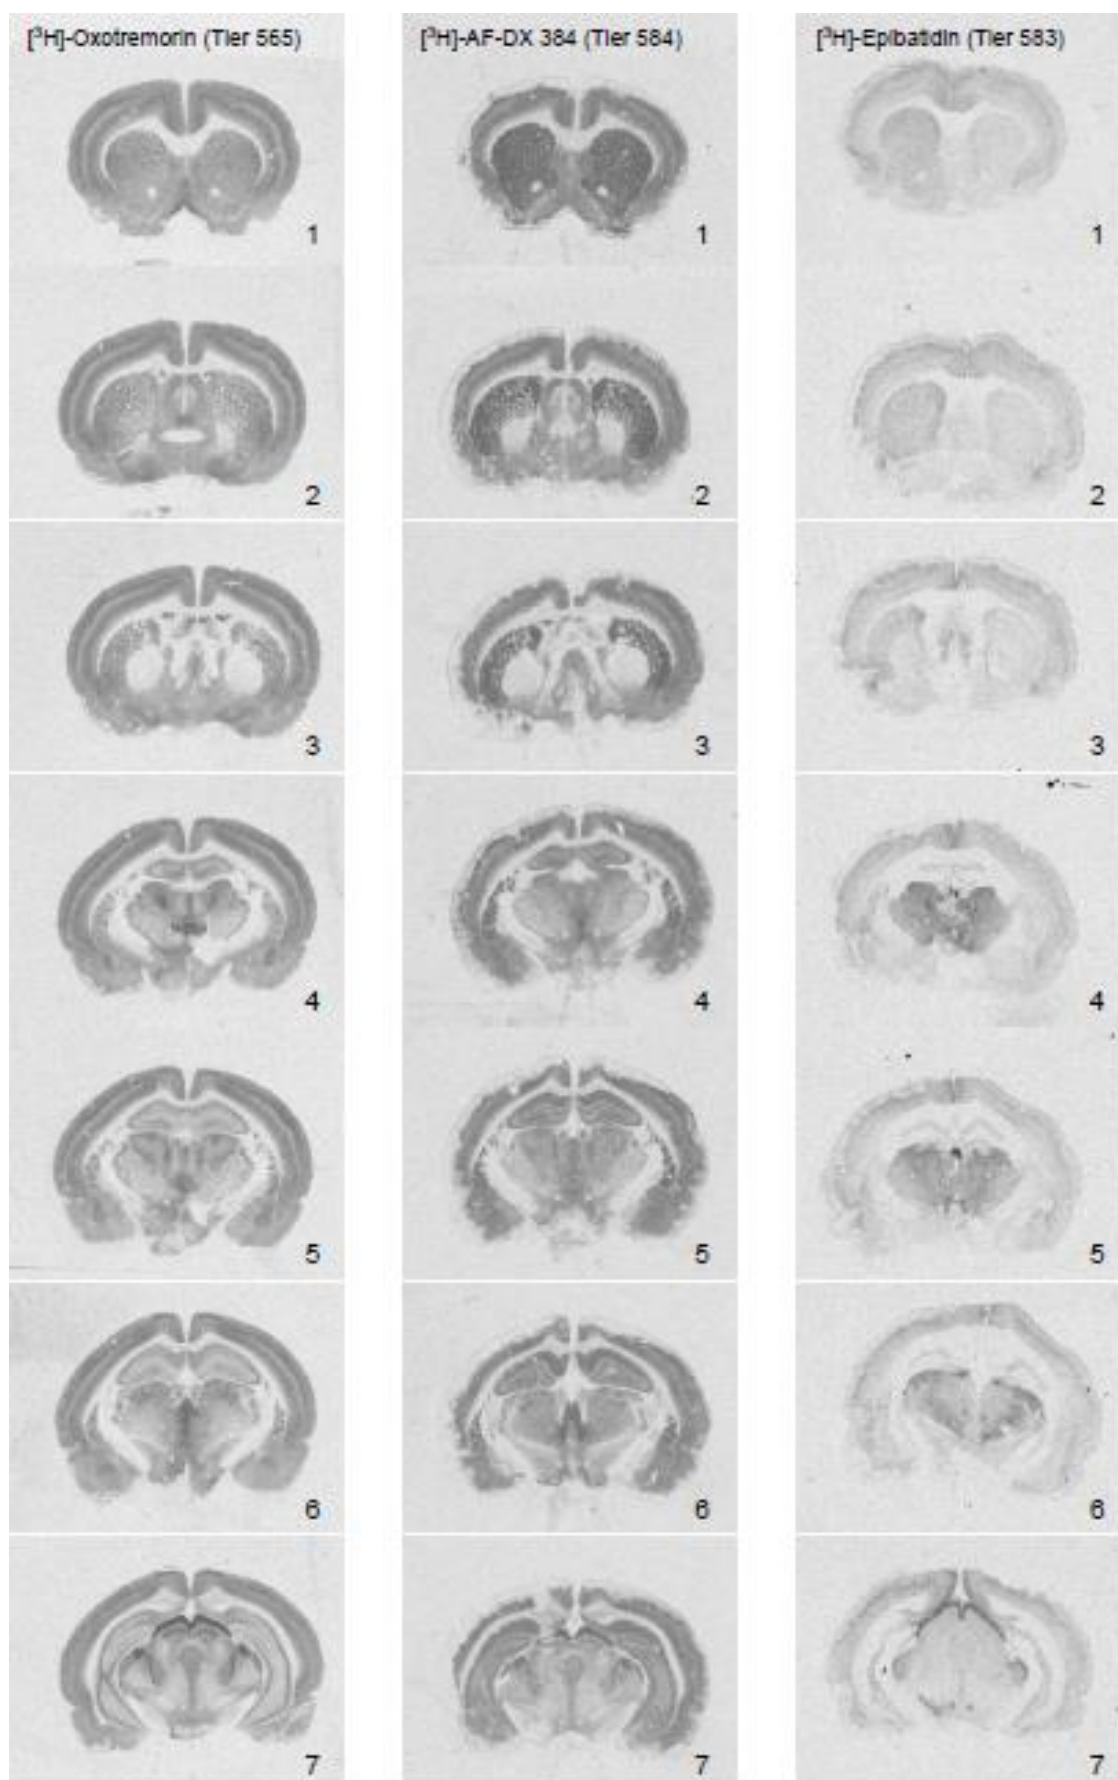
Autoradiographische Bilder von rostral nach kaudal (Teil 1)
